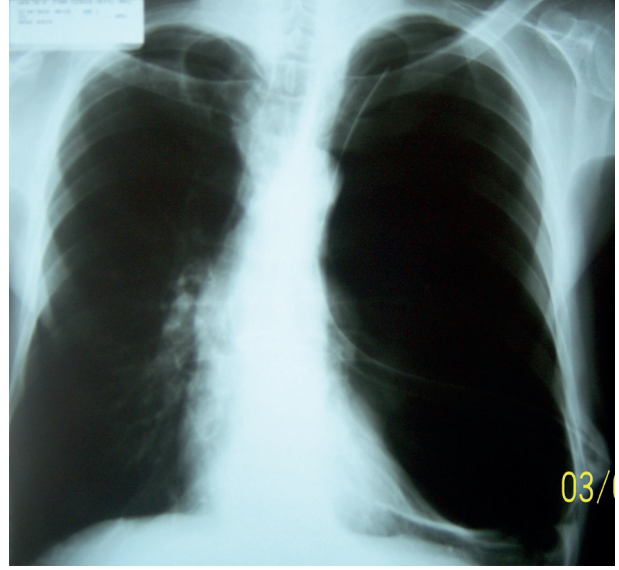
Dev bülün PA akciğer grafisindeki görünümü.
